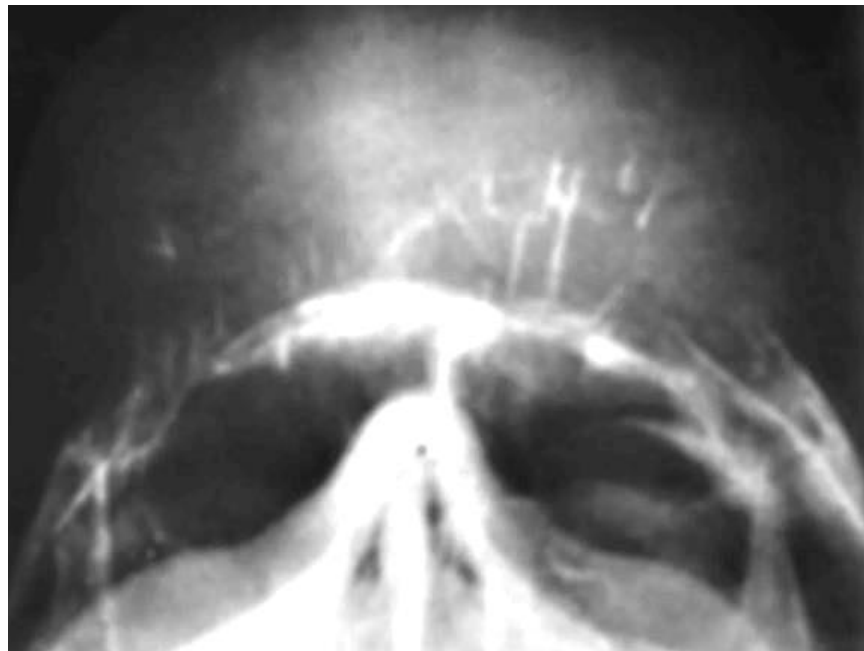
Фрагмент прямої рентгенограми. Злоякісна гемангіома (гемангіоперицитома) – у лобовій кістці визначаються множинні поліморфні ділянки деструкції, місцями зливального характеру, які поширюються в праву тім'яну кістку. Є великий м'якотканинний компонент, на тлі якого визначаються ділянки пухлинного кістковоутворення (за Копиловим М.Б.).
